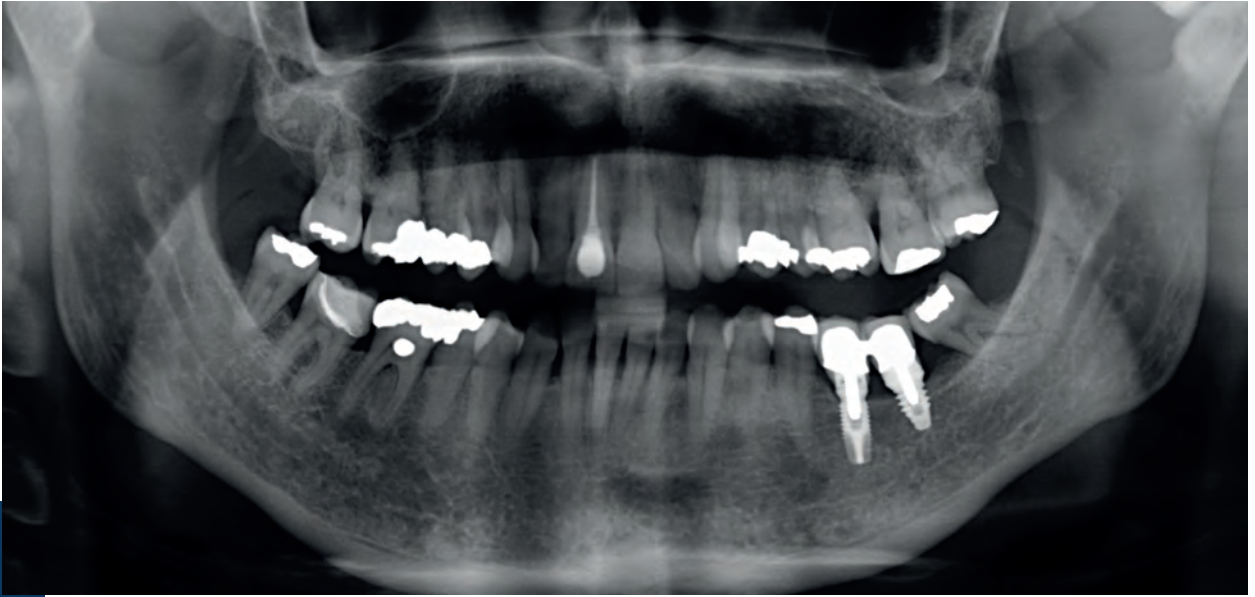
Radiografía panorámica a los cinco años de seguimiento.
